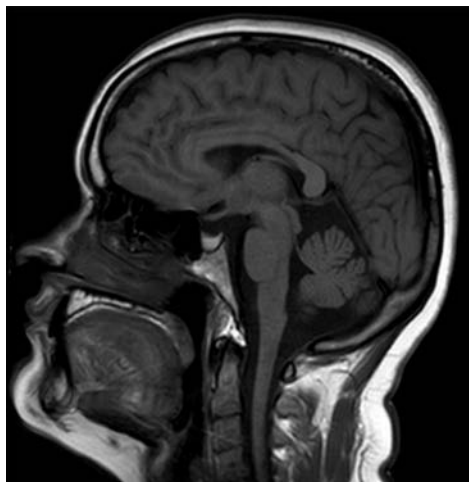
Resonancia magnética nuclear (RMN) cerebral, corte sagital T1, sin evidencia de crecimiento tumoral.
